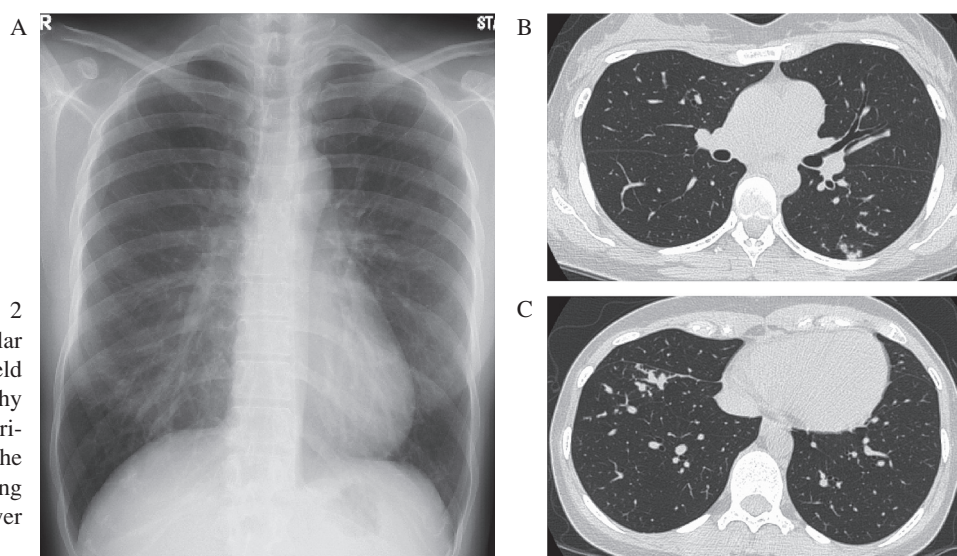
Chest X-ray of Case 2 showed nodular and granular shadow in right lower lung field (A). Chest computed tomography (CT) of Case 2 revealed centri-lobular granular shadows in the periphery of the left lower lung lobe (B), and on the right lower lung lobe (C).
